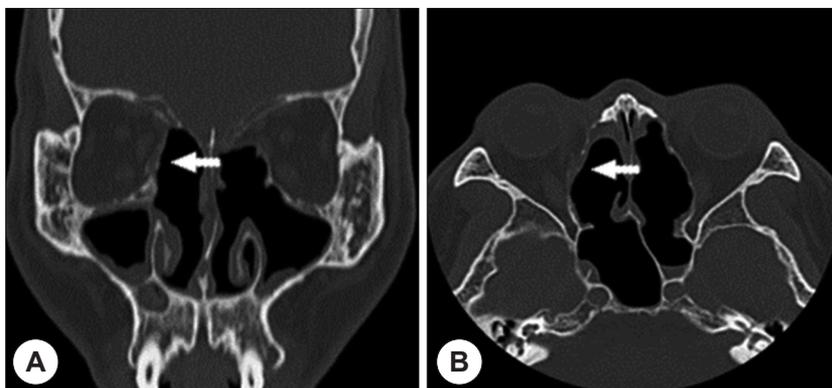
Postoperative CT scans. Coronal (A) and axial (B) CT scans show no soft orbital herniation in right eye, and CT scans show the part of Macropore[®] (white arrow) over new growing bone in right eye. Polyps in ethmoid and nasal cavity were completely removed.
